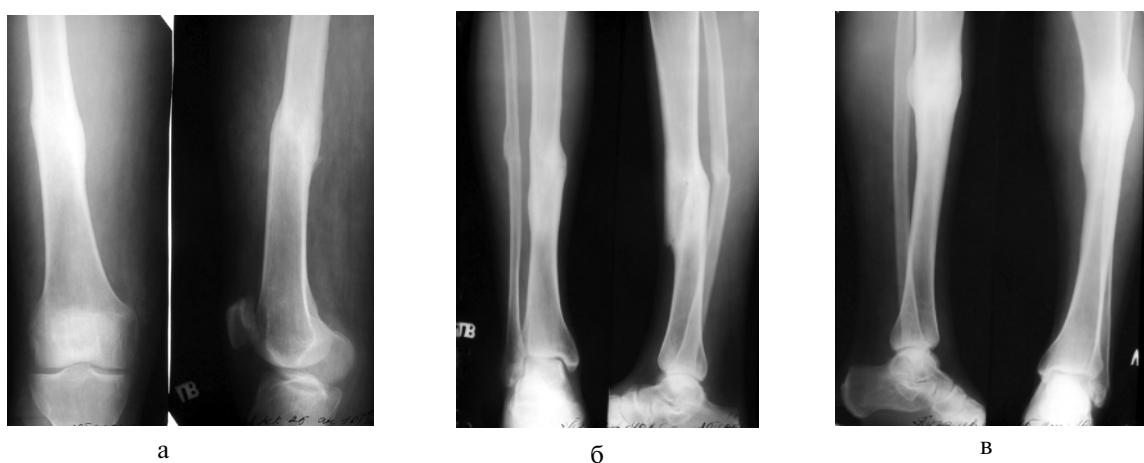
Рентгенограммы и внешний вид больного П., 23 лет, через 2 года после лечения: а — правое бедро; б — правая голень; в — левая голень; г — внешний вид.
